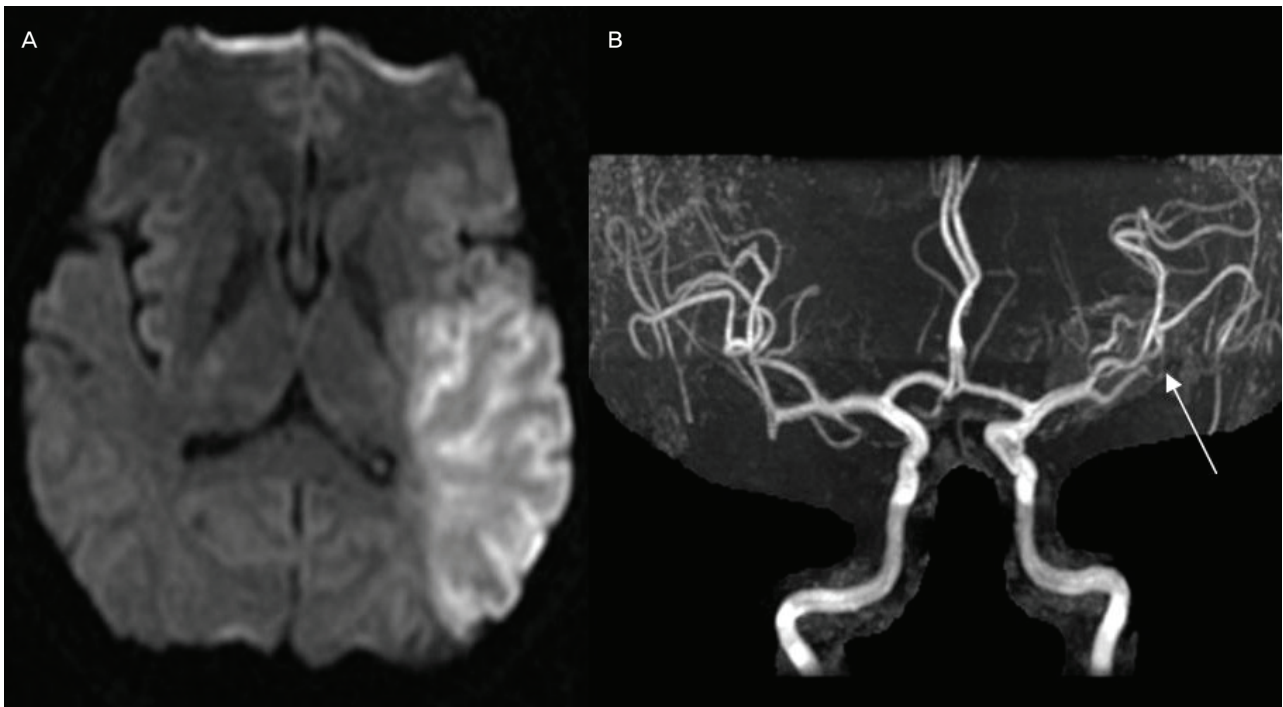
Brain MRI of the patient. Axial T2 weighted image reveals acute left middle cerebral arterial territory infarction (A). MR angiography shows occluded inferior division of left middle cerebral artery (arrow, B).
